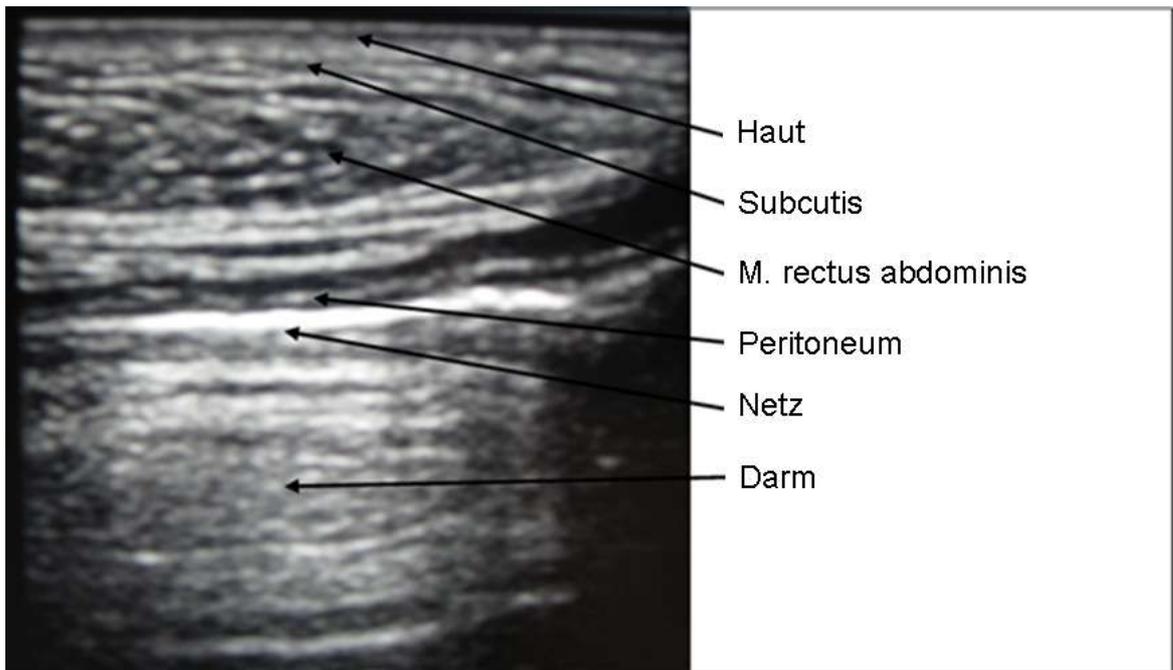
Sonografische Kontrolle des Netzstatus eines Patienten
